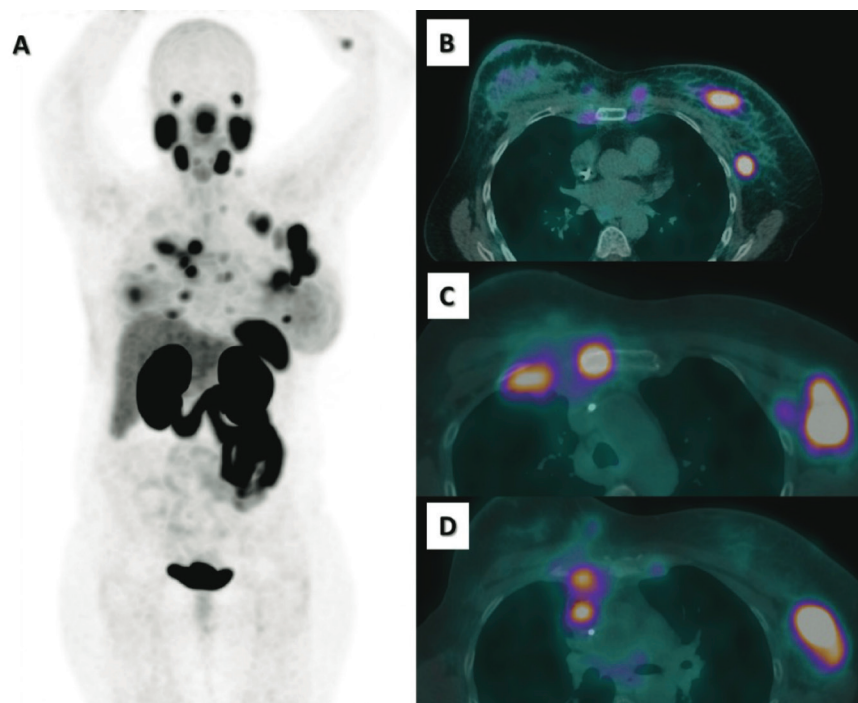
Imagens de corpo inteiro na projeção de máxima intensidade (MIP) demonstrando lesões com captação de PSMA-Ga68 em intensidade superior à captação hepática (A). A captação do traçador pode ser observada na mama e em linfonodos axilares (B), no esterno (C) e em linfonodos mediastinais anteriores (D)
